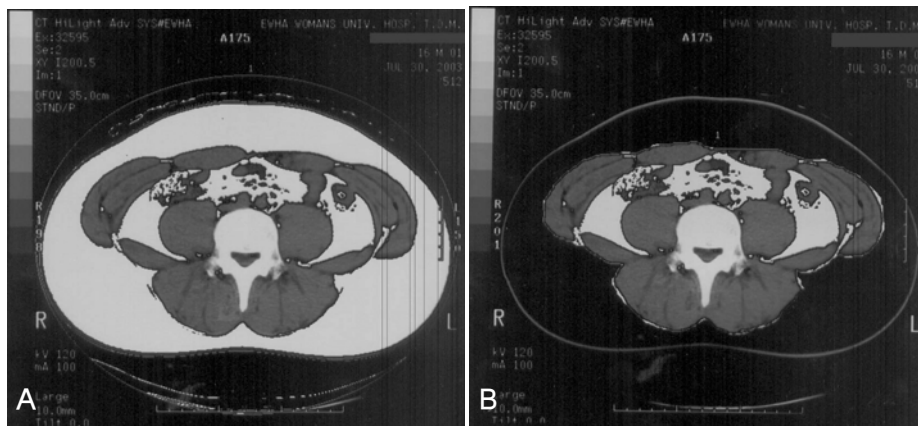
Abdominal computerized tomographic measurement of (A) total and (B) intra-abdominal fat area.
